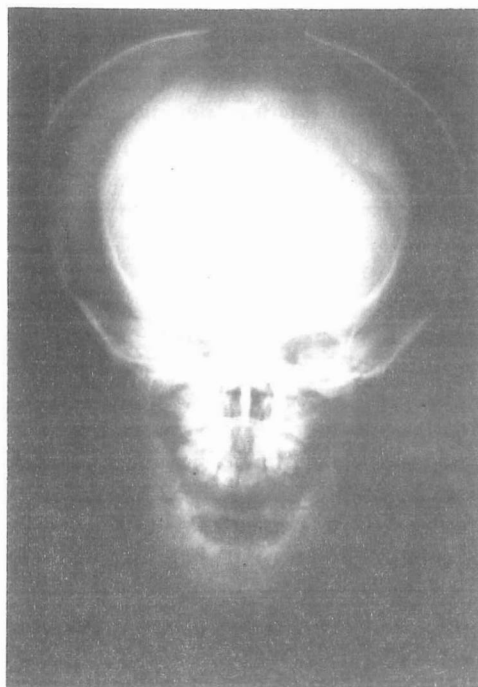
Radiografía del cráneo con dehiscencia de suturas y fontanelas abiertas a los 10 años de edad
